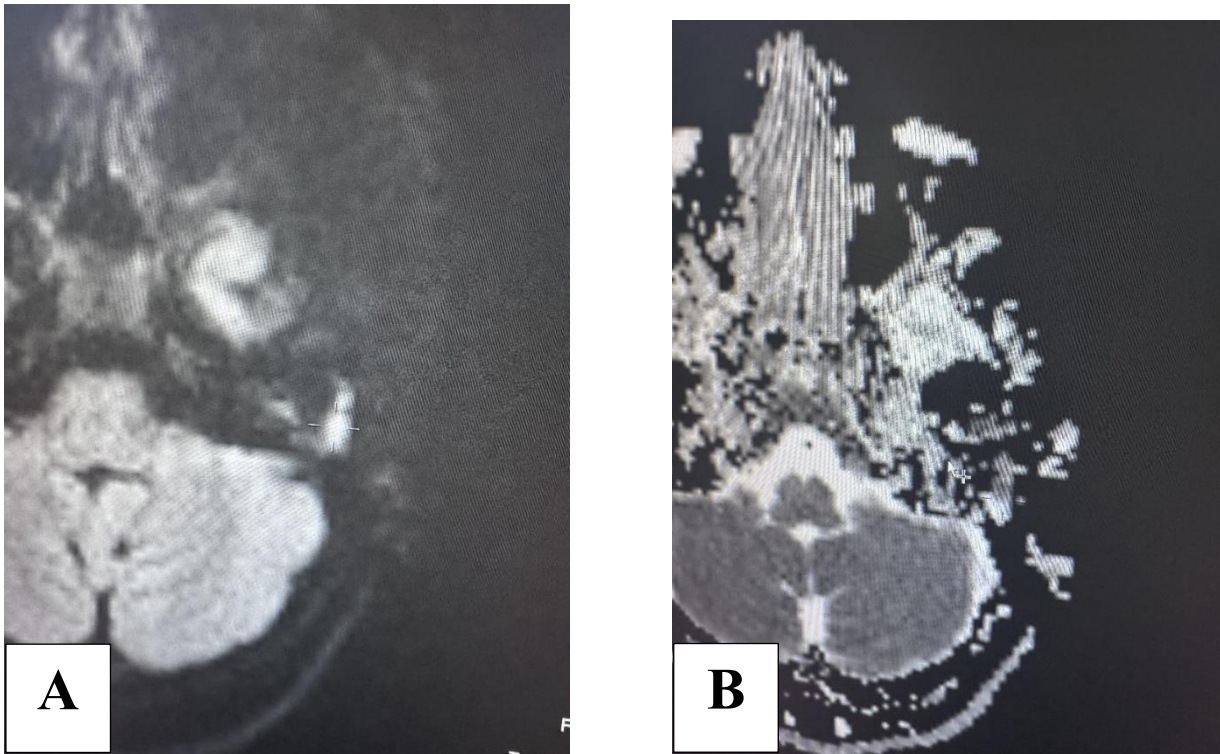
IRM séquence pondérée en diffusion (A) et cartographie ADC (B) montrant une restriction au niveau de la caisse du tympan en hypersignal diffusion et en hyposignal ADC. (Imagerie médicale, HMMH Guelmim).
